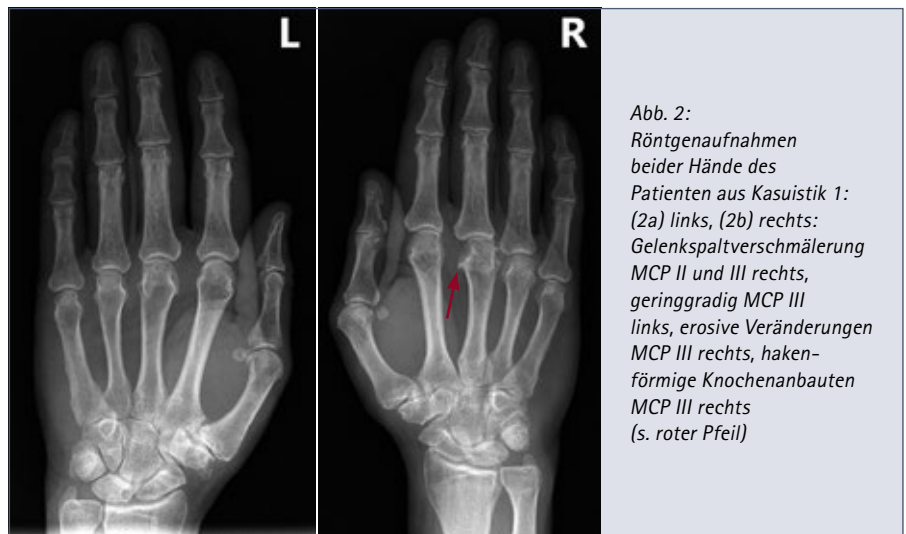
Röntgenaufnahmen beider Hände des Patienten aus Kasuistik 1: (2a) links, (2b) rechts: Gelenkspaltverschmälerung MCP II und III rechts, geringgradig MCP III links, erosive Veränderungen MCP III rechts, hakenförmige Knochenanbauten MCP III rechts (s. roter Pfeil)
